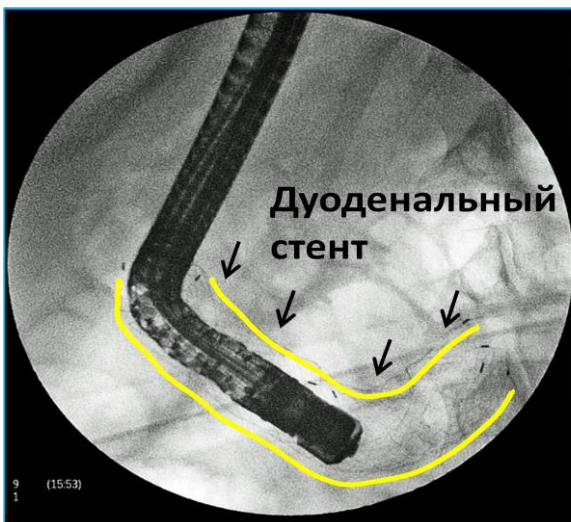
Рентгенограмма Дуоденоскоп в просвете пилородуоденального стента
